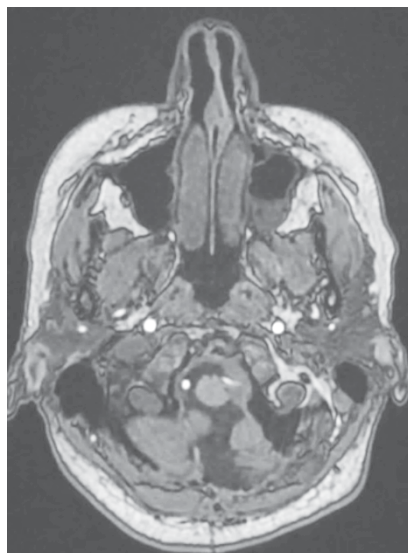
МРТ головного мозга через 6 месяцев лучевого лечения: МОКВП слева размерами 11 x 7 x 6 мм
